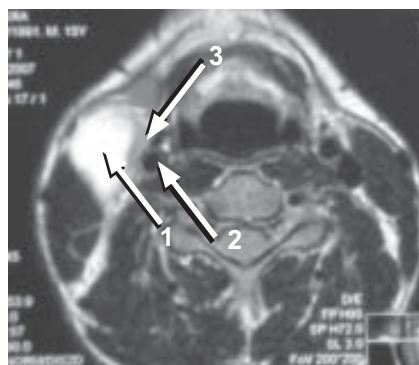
МРТ органів шиї: 1 — пухлиноподібне утворення; 2 — загальна сонна артерія та взаємовідношення з утворенням; 3 — лімфоїдна та пухка сполучна тканина між кістою і магістральними судинами
